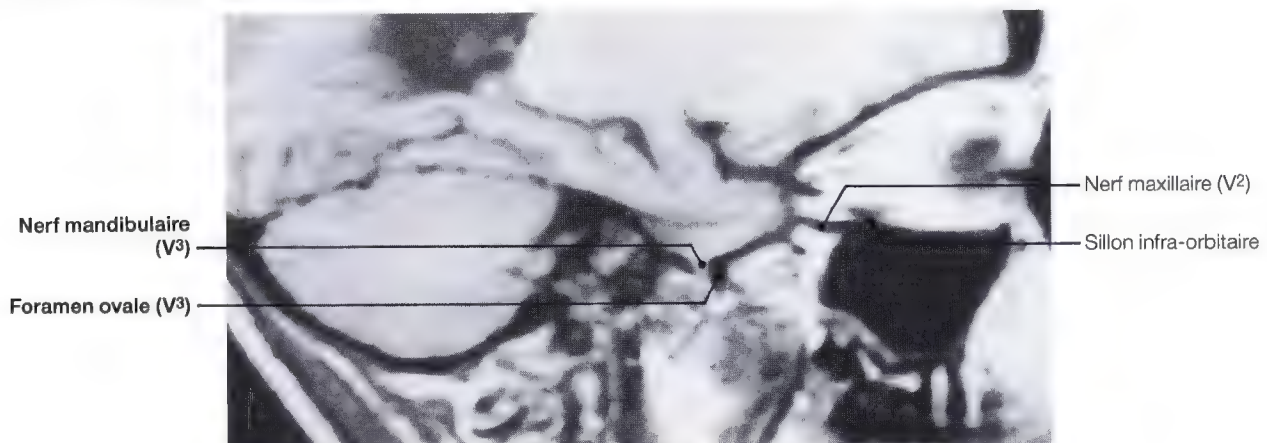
Radiographie d'une coupe anatomique de la base du crâne pour les foramens ovales (V³)
